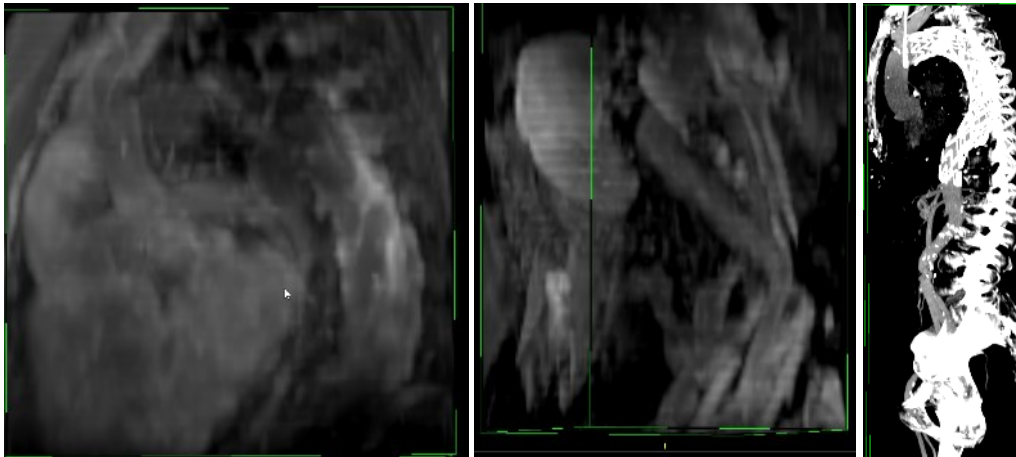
MIP-3D-Rekonst., VIBE-MRI (l. und m.), CE-CTA (r.), Pat. 6
